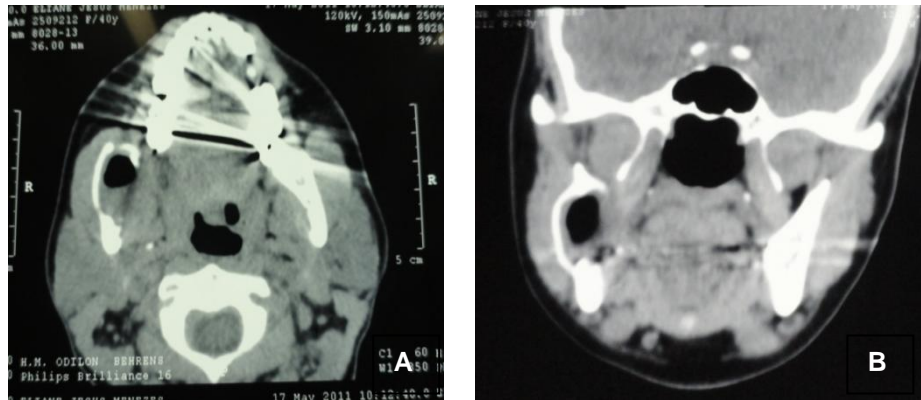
Tomografia computadorizada multislice. A: corte axial; B: corte axial.
